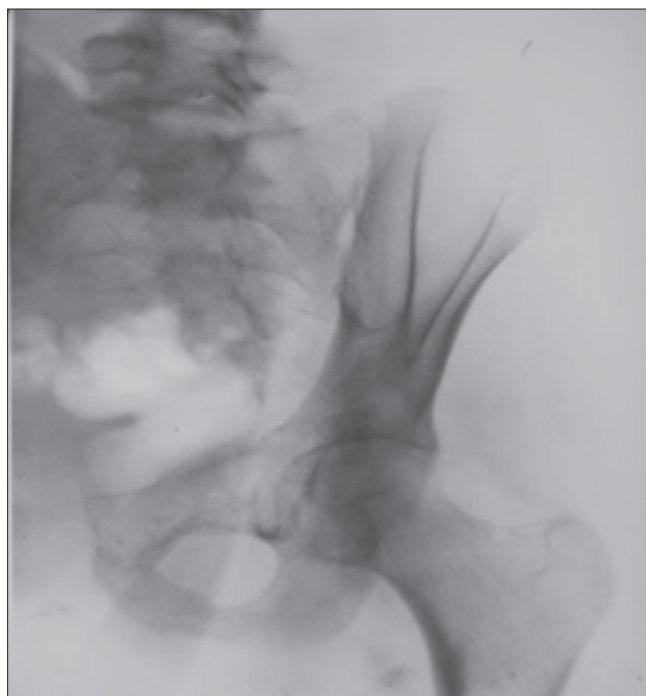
Рентгенограмма костей таза больной К.Н., 14 лет, 06.06.1997 г.
